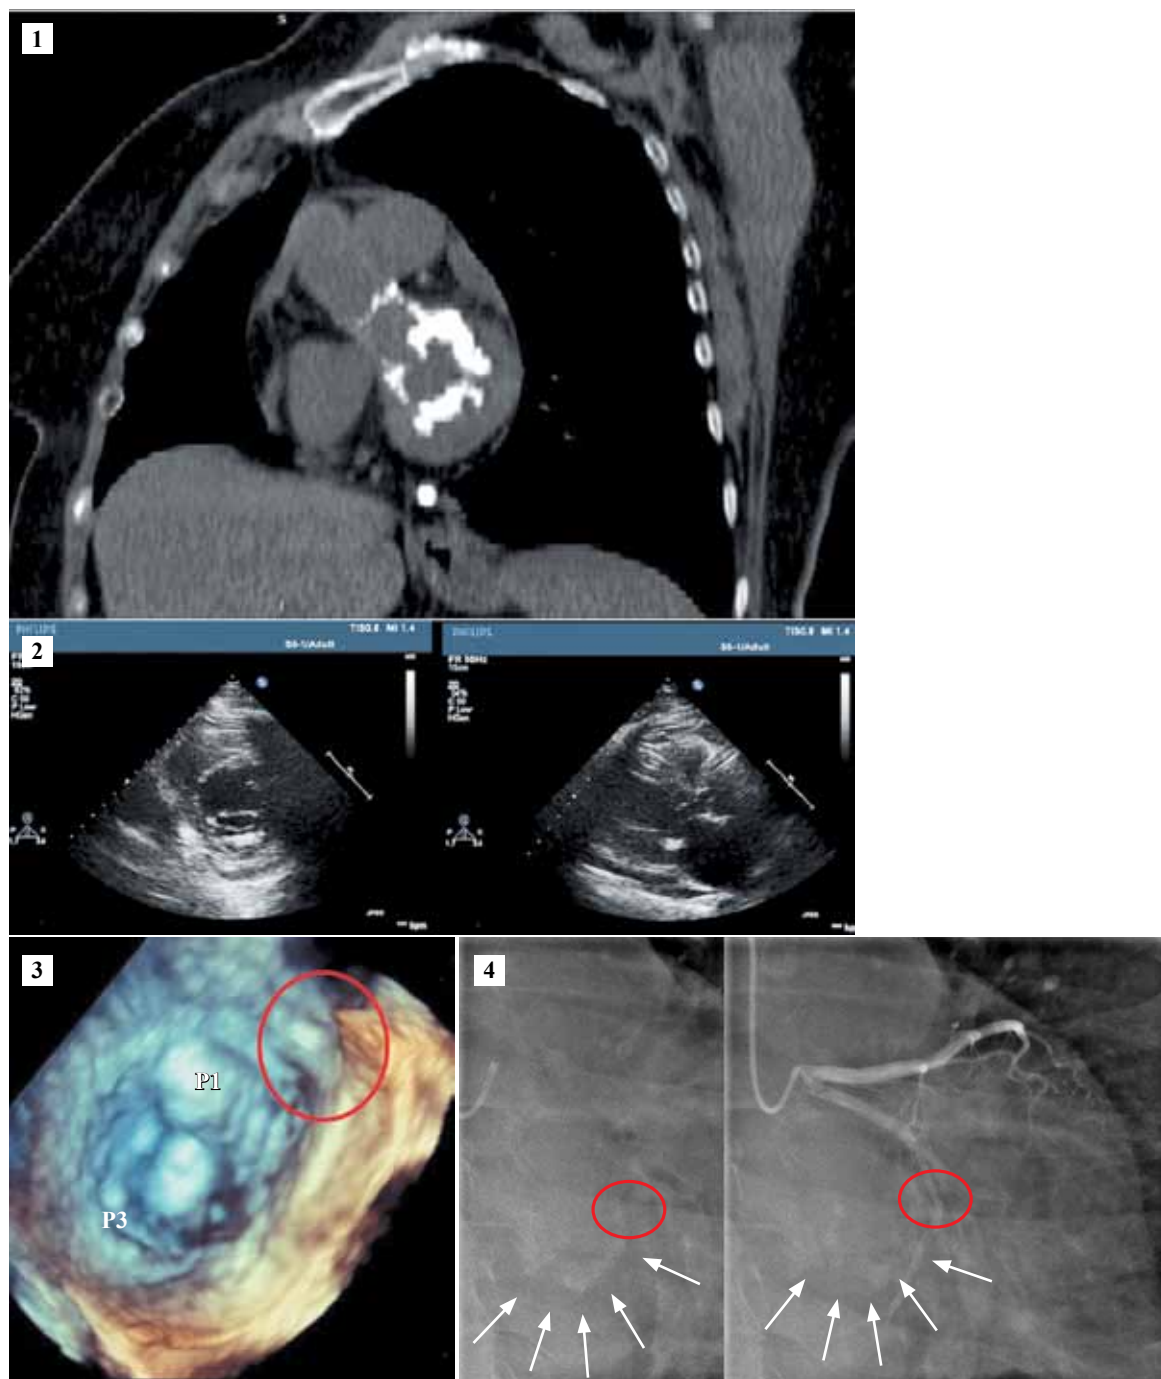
Методы обследования пациентов: 1 – МСКТ грудной клетки; 2 – эхокардиография, продольное и поперечное сечение, парастеральный доступ; 3 – 3D-реконструкция митрального клапана; 4 – коронарография (стрелками показан кальциноз кольца митрального клапана, круг – возможное место поражения коронарной артерии)
